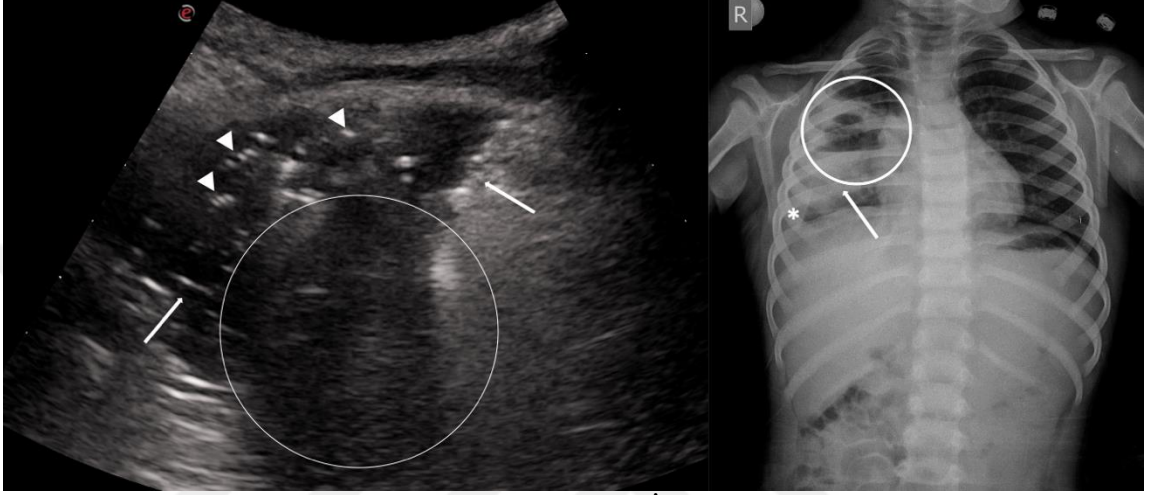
“Akciğer roketi” bulgusu. Pnömoni tanılı 5.5 yaş erkek hastada DG’de sağ akciğer alt zonda alveolar kondensasyon (daire ile sınırlı alan) izlenmiştir. Sonografik görüntülerde aynı alana karşılık konsolide akciğer parankimi izlenmiş olup, bu alan komşuluğunda multipl B çizgilerinin (oklar) oluşturduğu akciğer roketi görüntüsü izlenmektedir.
